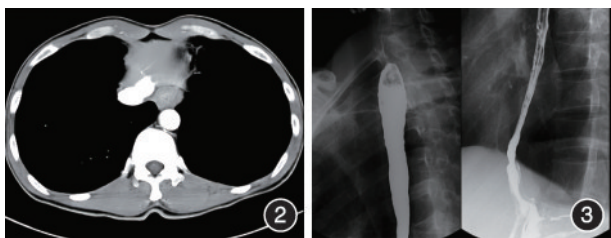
胸部增强CT显示食管增厚 图3 钡餐示食管裂孔疝可能
